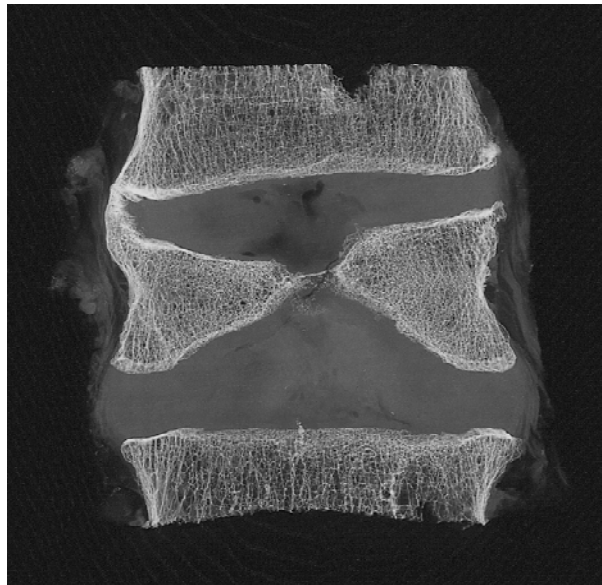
Kontakttradiographie mit dem Faxitron. LWK 4 eines 60 jährigen Mannes. Corone Schnittenebene. Die hyaline Abschlussplatte und knöcherne Endplatte des Lendenwirbelkörpers 4 sind zentral komplett destruiert. Bandscheiben- und Knorpelgewebe dringen in die Spongiosa ein.
